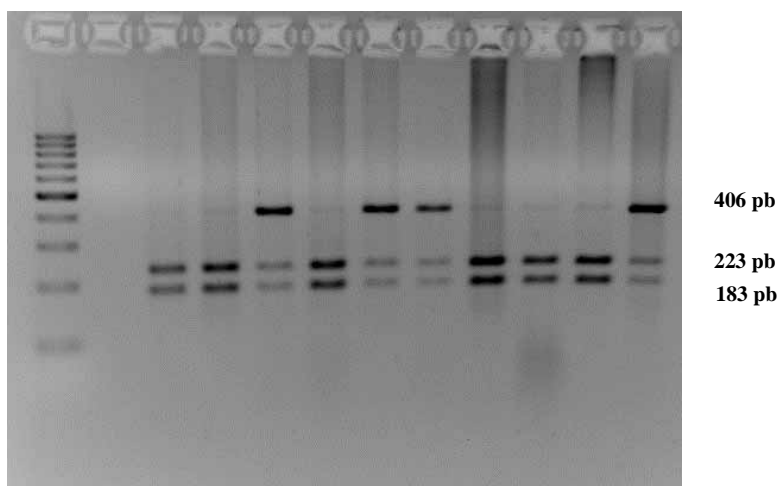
Gel de agarose para análise do polimorfismo -509C/T (*TGFB1*). O fragmento gerado na amplificação tem 406pb. Na ausência do polimorfismo, a enzima de restrição gera 2 fragmentos (183pb e 223pb). Os resultados para as amostras da figura são: 1-Branco, 2-CC, 3-CC, 4-CT, 5-CC, 6-CT, 7-CT, 8-CC, 9-CC, 10-CC, 11-CT.
